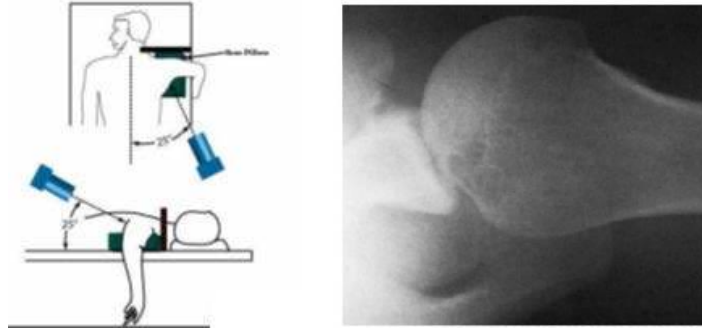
Aksilla grafisi çekilmesi ve aksilla grafisi
